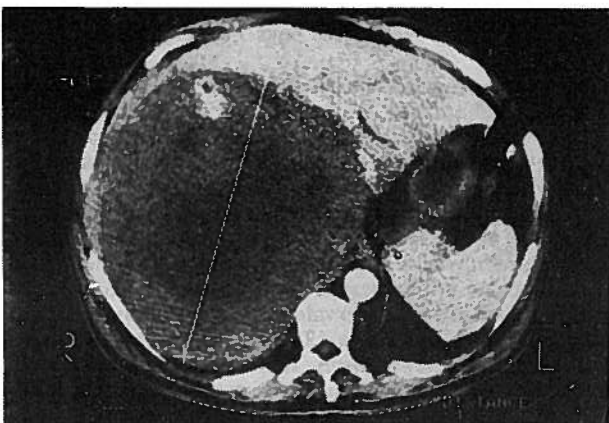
Caso I — Doente do sexo masculino de 58 anos de idade. TC exibindo uma lesão do lobo esquerdo do fígado com as características de Hemangioma cavernoso e com 20 cm de maior diâmetro.
